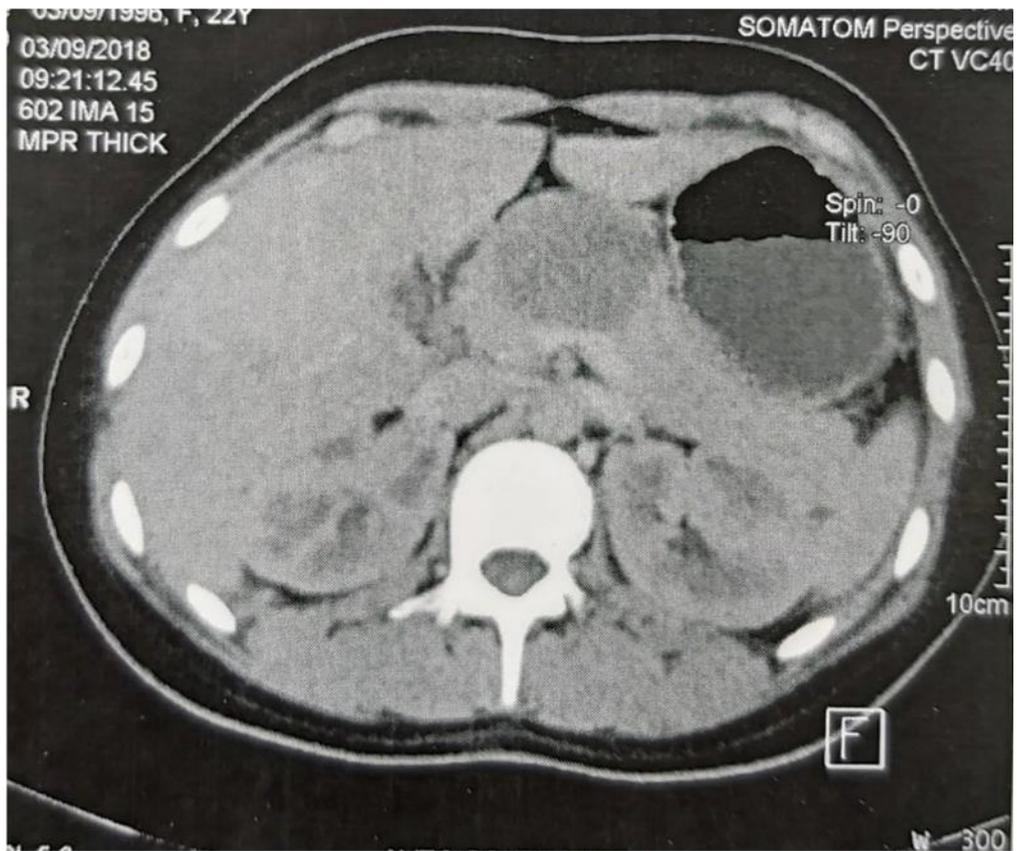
coupe transversale d'une TDM montrant la localisation isthmique de la masse
